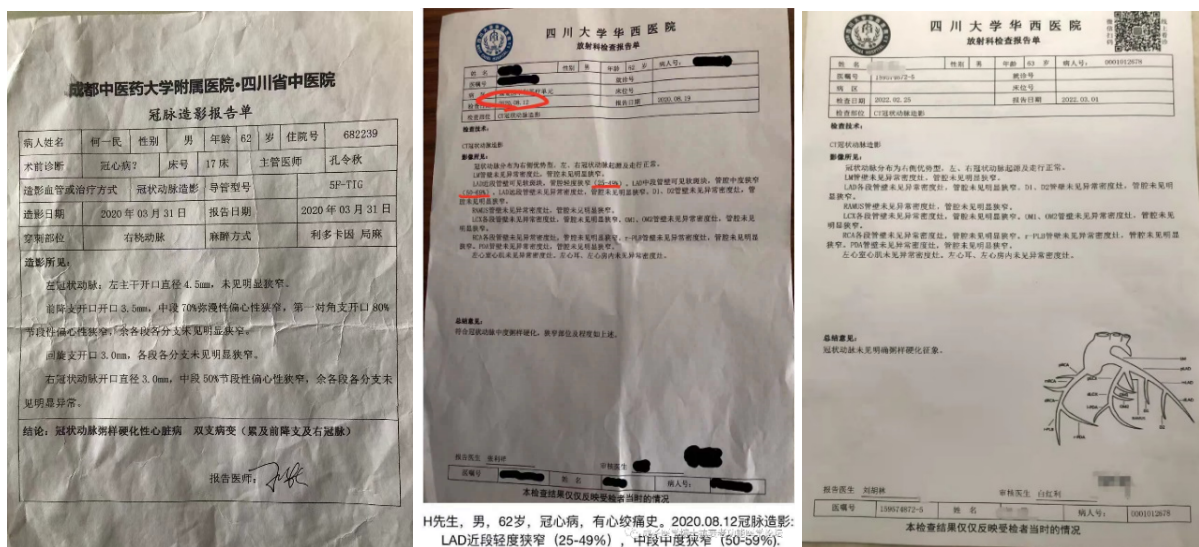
Exames de angiotomografia computadorizada (ATC) das artérias coronárias.
